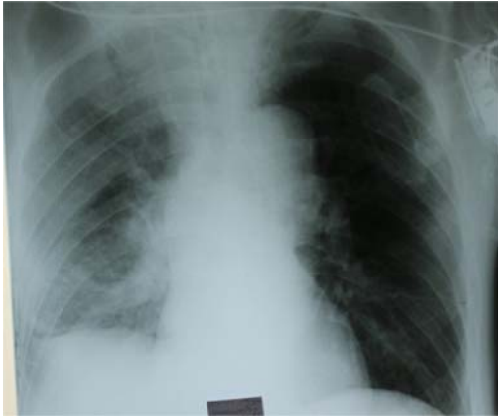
Рентгенограмма органов грудной клетки пациента Б. от 08.10.15 г. Интенсивность инфильтрации уменьшилась, возможны мелкие полости деструкции. Свободная жидкость в плевральной полости в небольшом количестве
